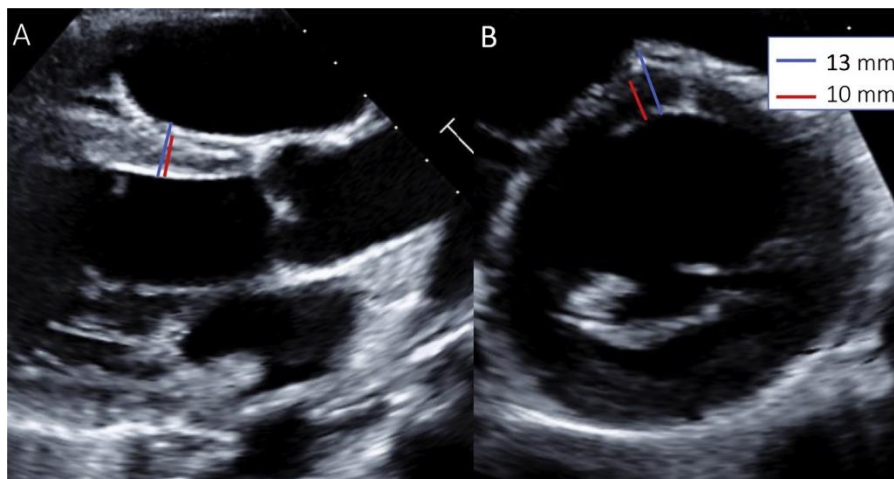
通过超声心动图测量间隔壁厚的挑战。女性耐力运动员转诊来院，根据室间隔壁 (IVS) 测量值 13 mm 评估可能的肥厚性心肌病。
